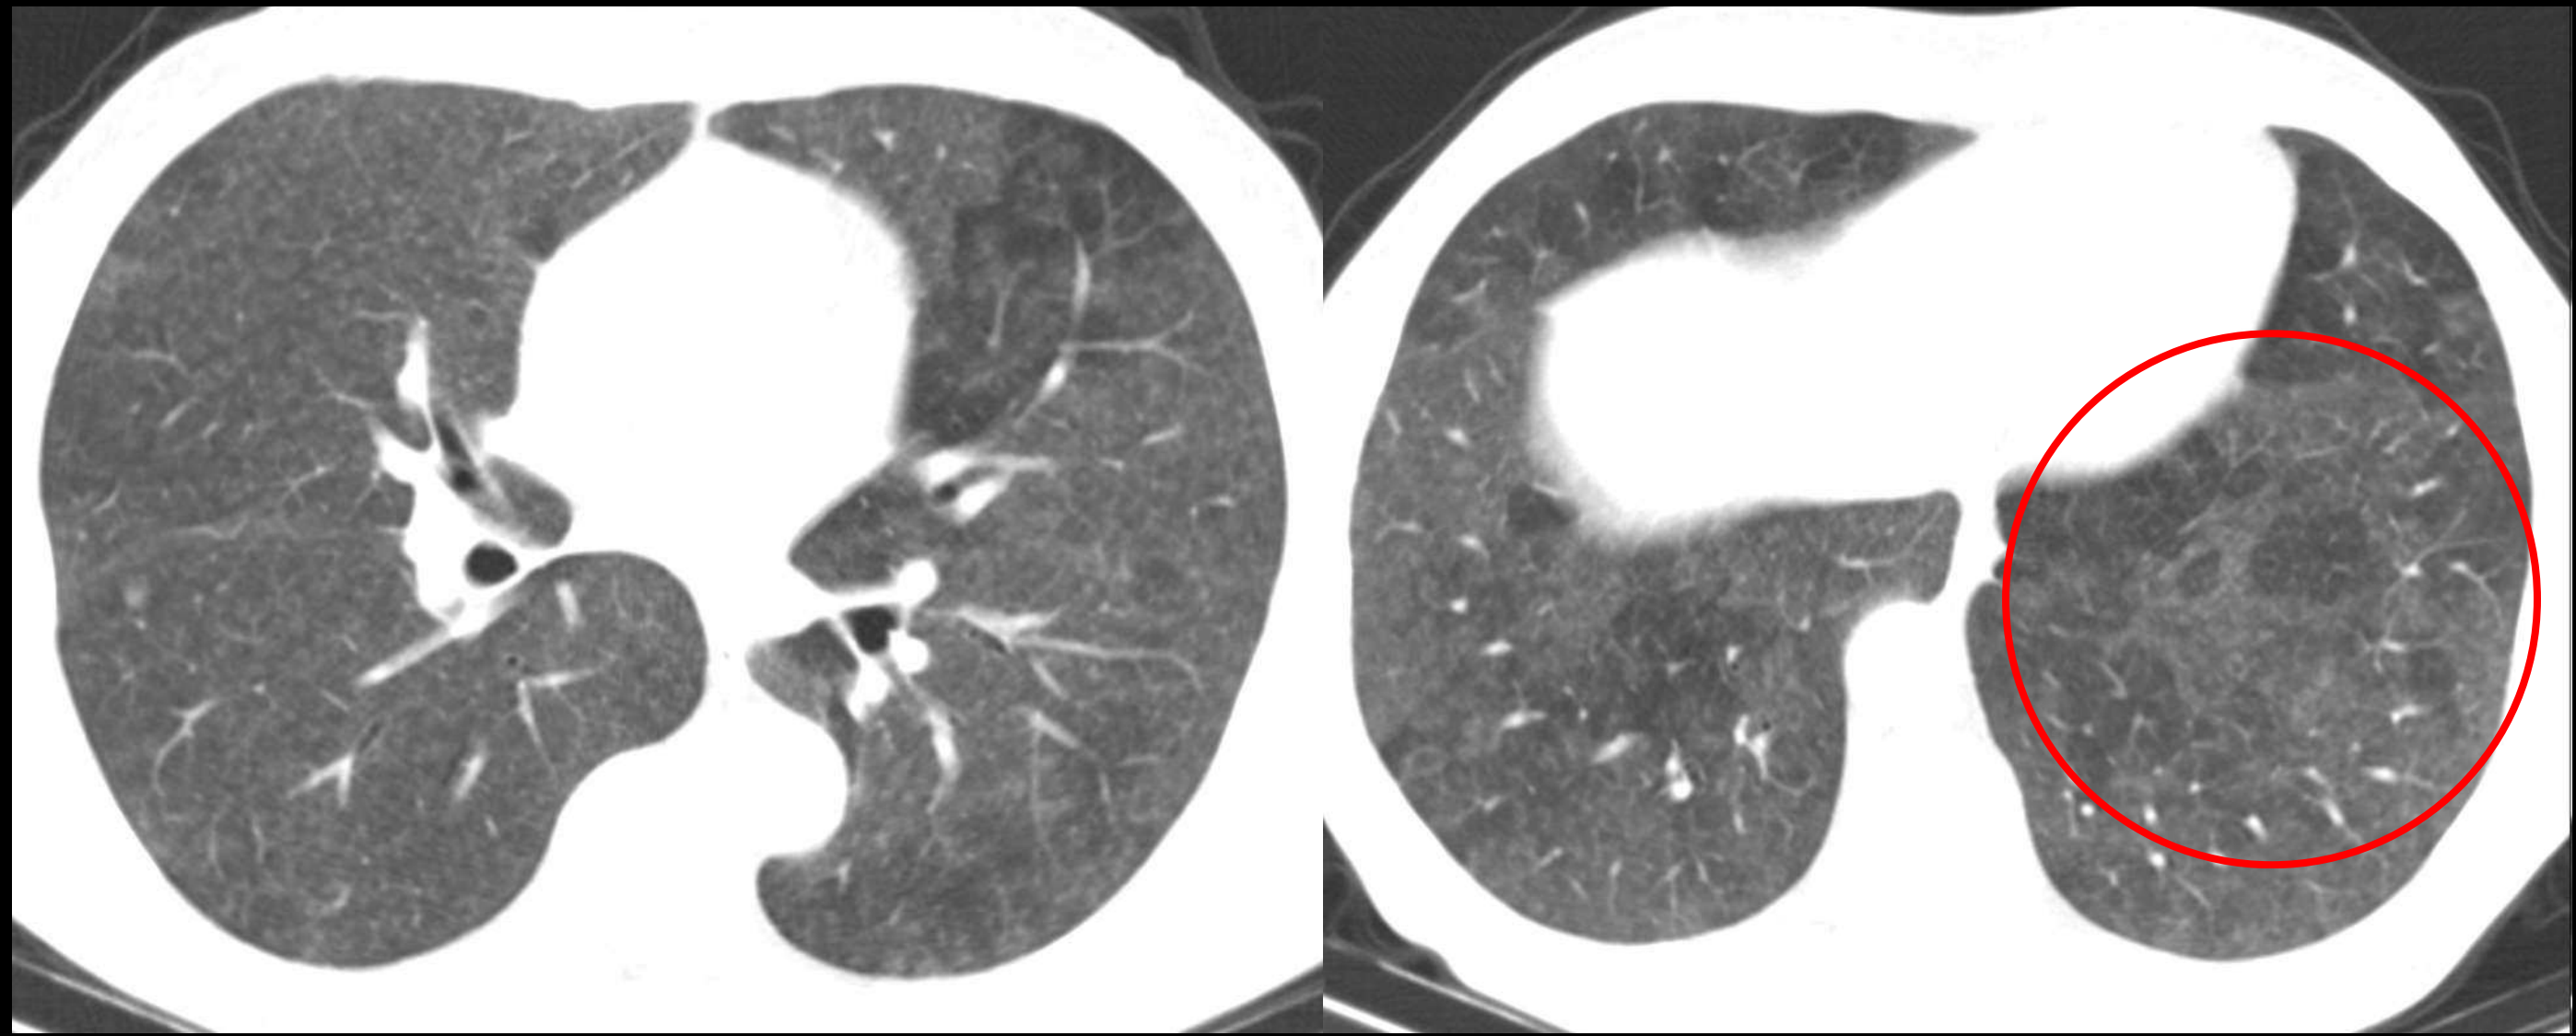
Hallazgos en TC de neumonía intersticial bronquiolocéntrica no fibrosante (NIBnf). Mismo paciente, diferentes cortes axiales.
